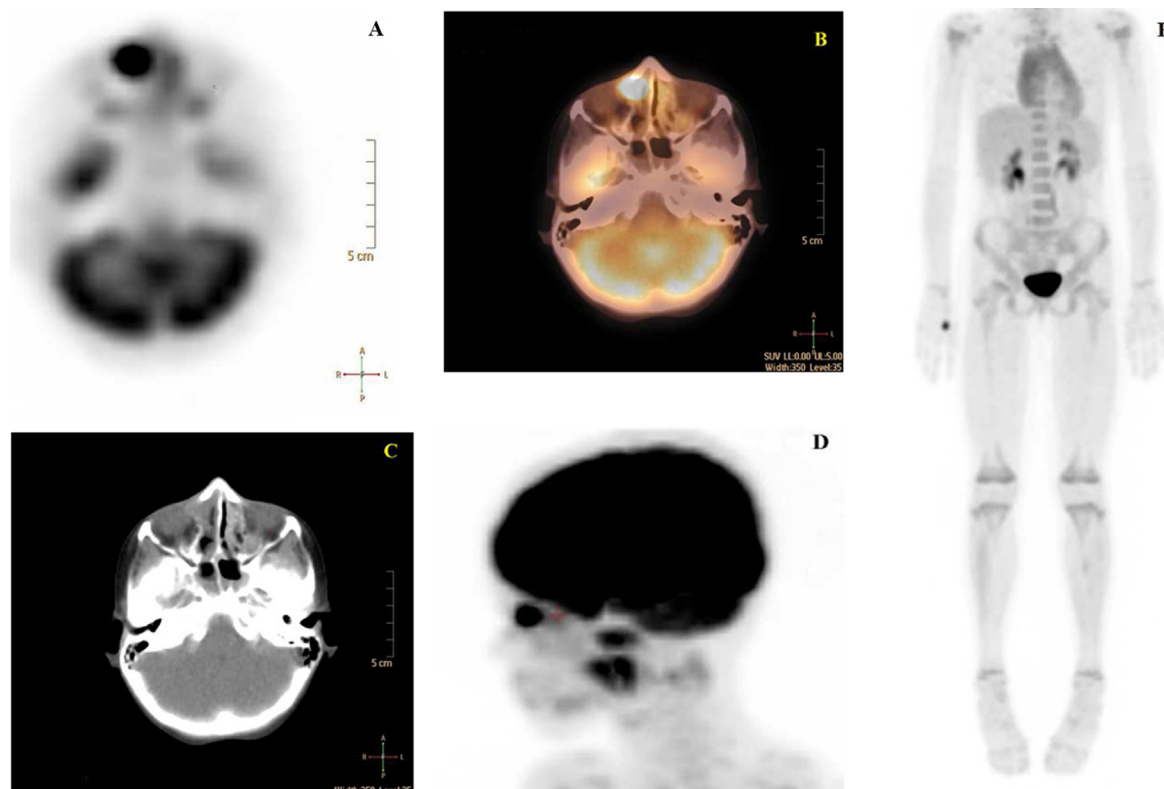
TEP/TDM au F^{18} -FDG : captation unique intense du radiotraceur au niveau de la cavité nasale droite, avec un SUVmax de 9,8. Image axiale (A), fusion (B), TDM faible dose (C), rendu tridimensionnel du massif facial (D), rendu tridimensionnel de l'étude axiale (E).
